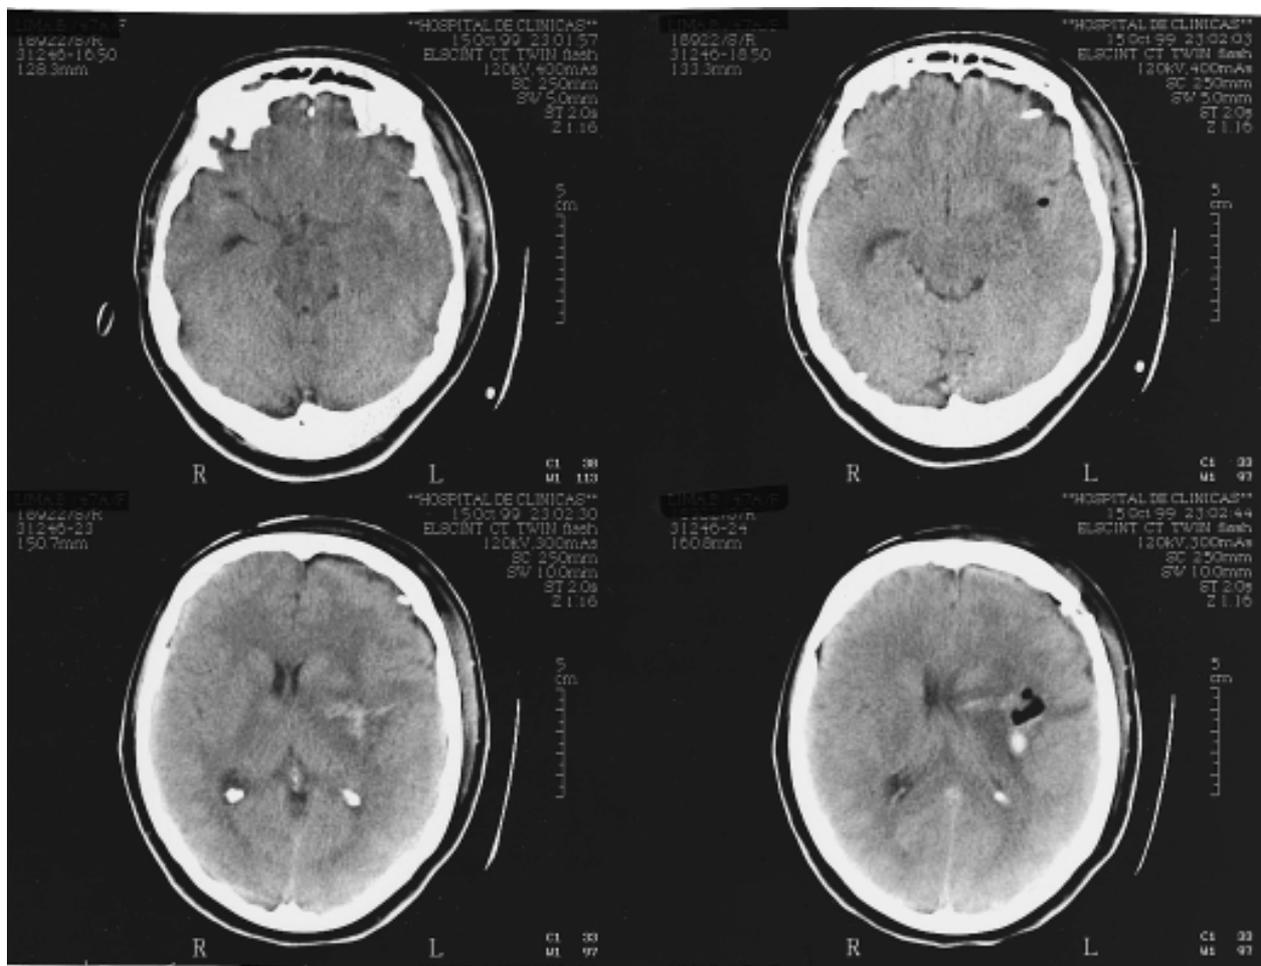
Posoperatorio de la paciente de figura 3. TAC: buena evacuación del hematoma; aire y muy escasa sangre en el lecho quirúrgico. Catéter subdural para monitorizar presión intracraneana (PIC) a nivel frontal izq. Mejoría de los signos de HEC. Secuelas al alta: hemiplejía derecha y afasia severa.
